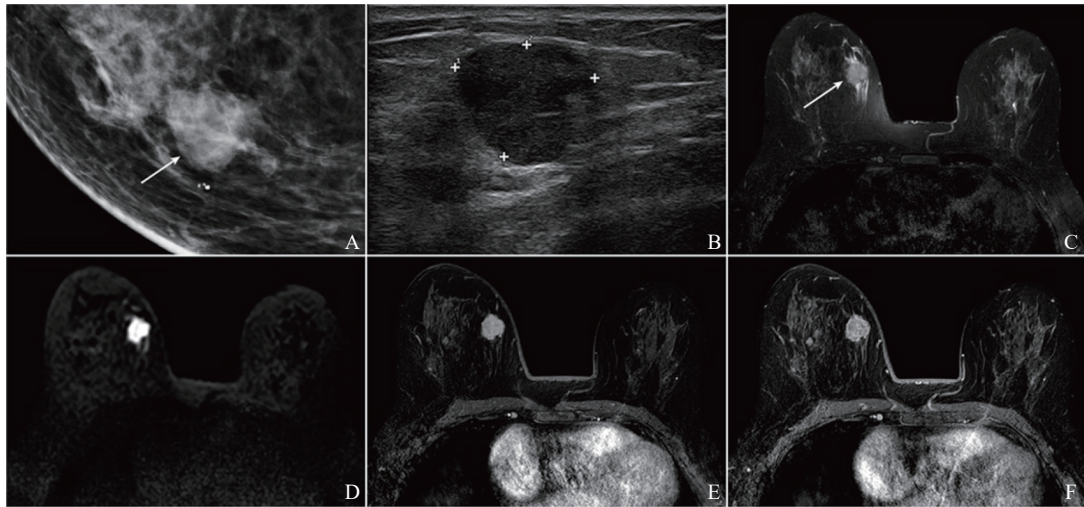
典型病例2 (患者, 女性, 66岁, 触及右乳肿块1个月) MRI表现
